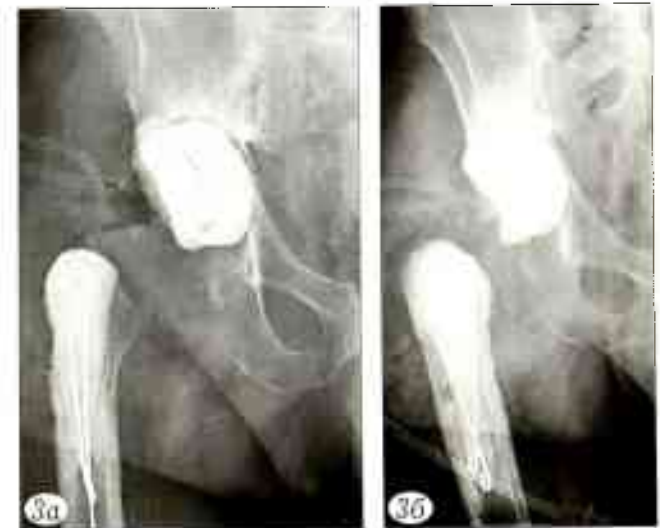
Рентгенограммы после I этапа ревизионного эндопротезирования.
